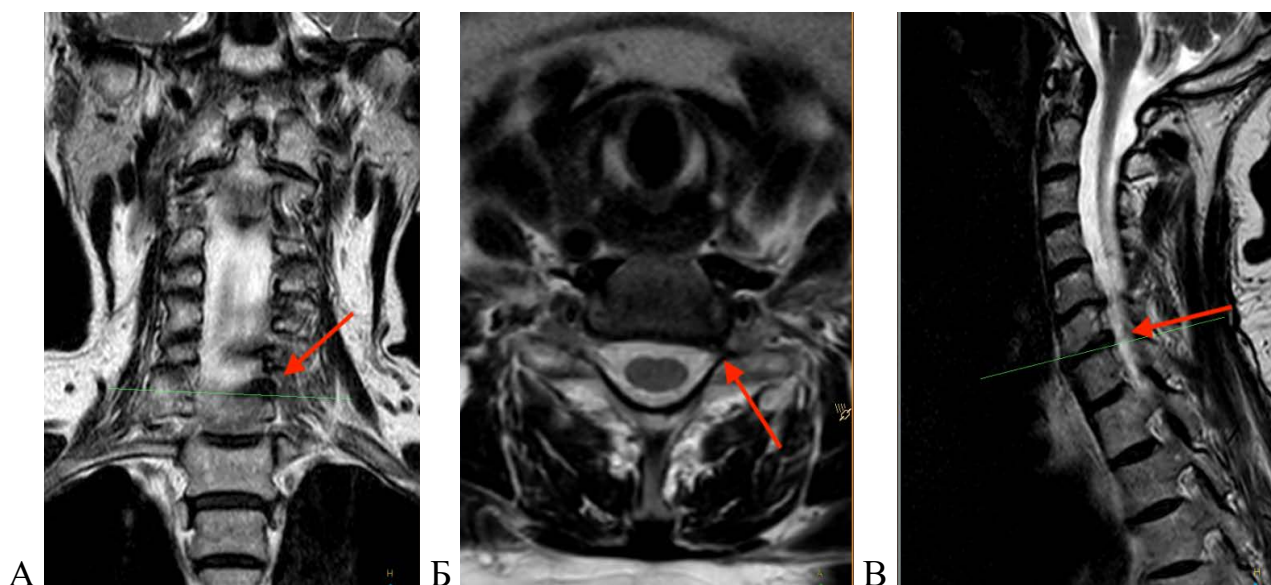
МРТ T2-взвешенные изображения шейного отдела позвоночника пациента 60 лет с компрессией С7 корешка слева межпозвонковой грыжей С6–С7 (красные стрелки): А – срез во фронтальной плоскости; Б – срез в аксиальной (горизонтальной) плоскости; В – срез в сагиттальной плоскости
